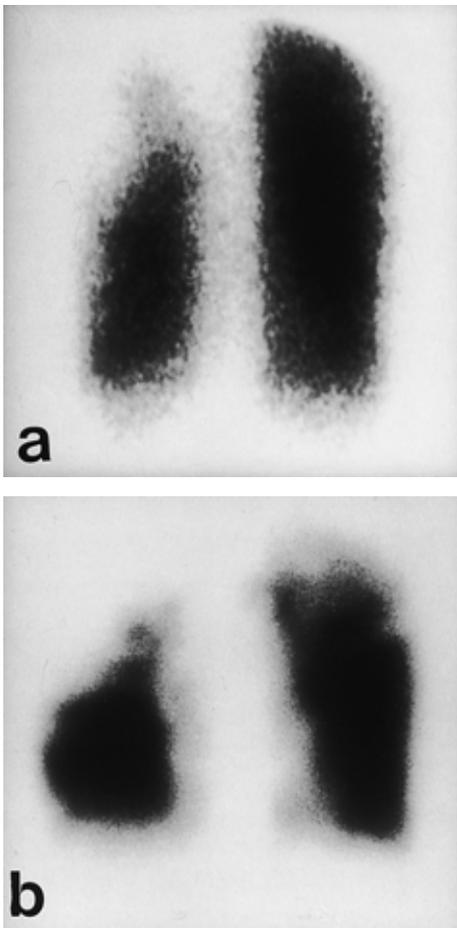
a) Ventilation scintigraphy showed decreased ventilation and air trapping in the right upper lobe. b) Perfusion scintigraphy showed decreased perfusion in the right upper lobe.
